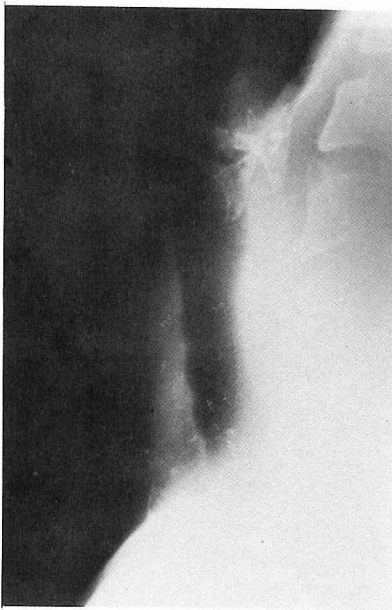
頸部X線撮影による I 型 b の石灰化像
